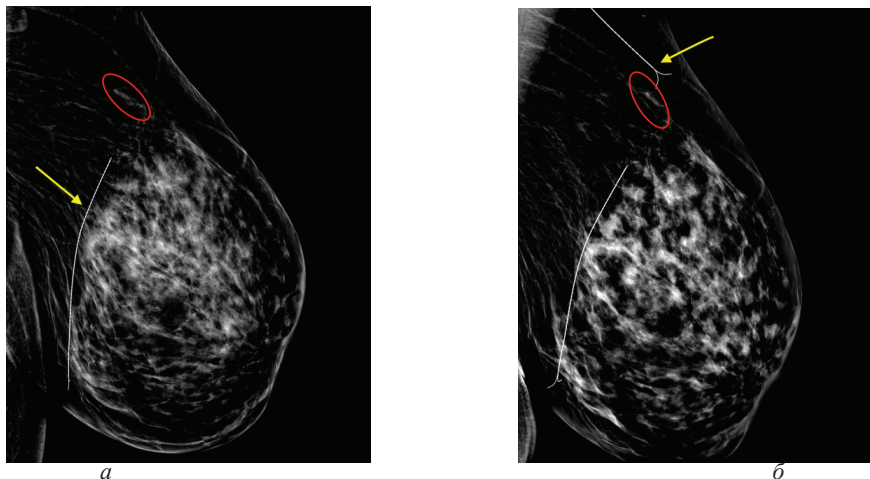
Маммограммы левой молочной железы в медиолатеральной проекции; а – рентгенологическое изображение левой молочной железы в косой проекции после постановки первого маркера: визуализируется игла-проводник «гарпунного» типа, полностью погруженная в ткань молочной железы (стрелка), находящаяся в другой проекционной плоскости от участка плеоморфных кальцинатов (овал); б – рентгенологическое изображение левой молочной железы в косой проекции после постановки второго маркера: дополнительно установленная маркировочная игла (стрелка) лоцируется вблизи от участка скопления плеоморфных микрокальцинатов (овал)
